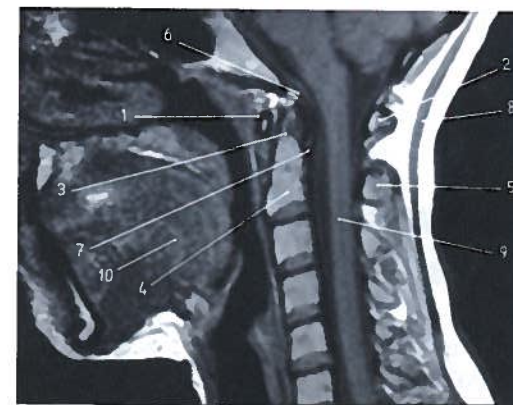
Corte sagital do atlas e do áxis em RM
